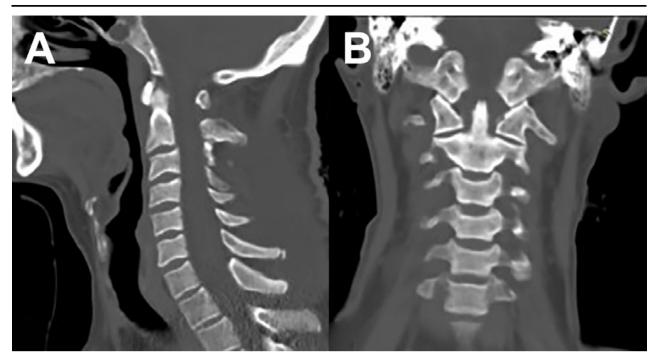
TC de columna cervical. A) Corte sagital. B) Corte coronal.
